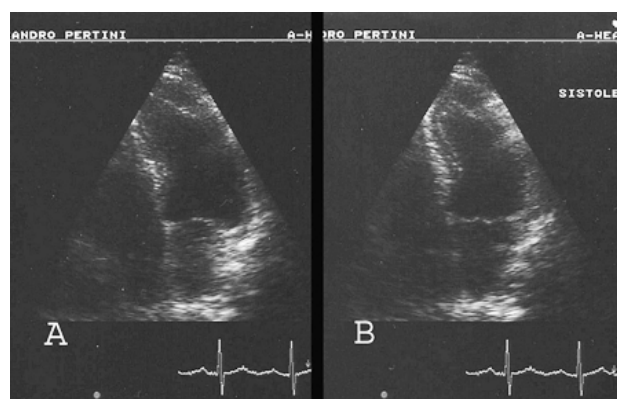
Ecocardiogramma bidimensionale a 30 giorni: completa regressione delle anomalie contrattili del ventricolo sinistro (A: diastole; B: sistole).
